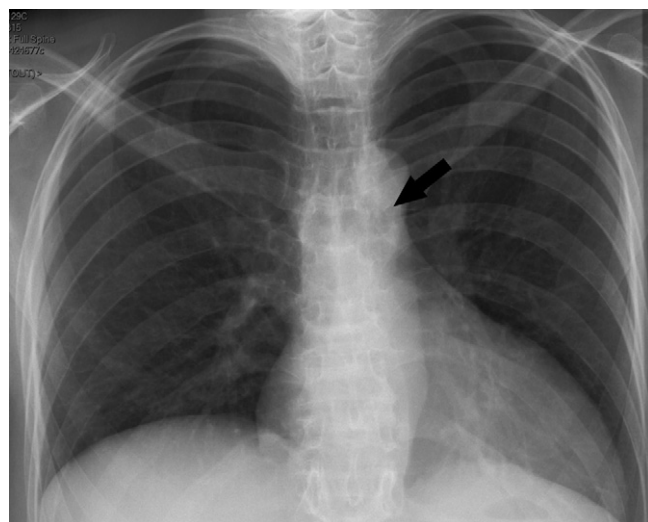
Air endo-œsophagien. Radiographie thoracique et correspondance en TDM.
